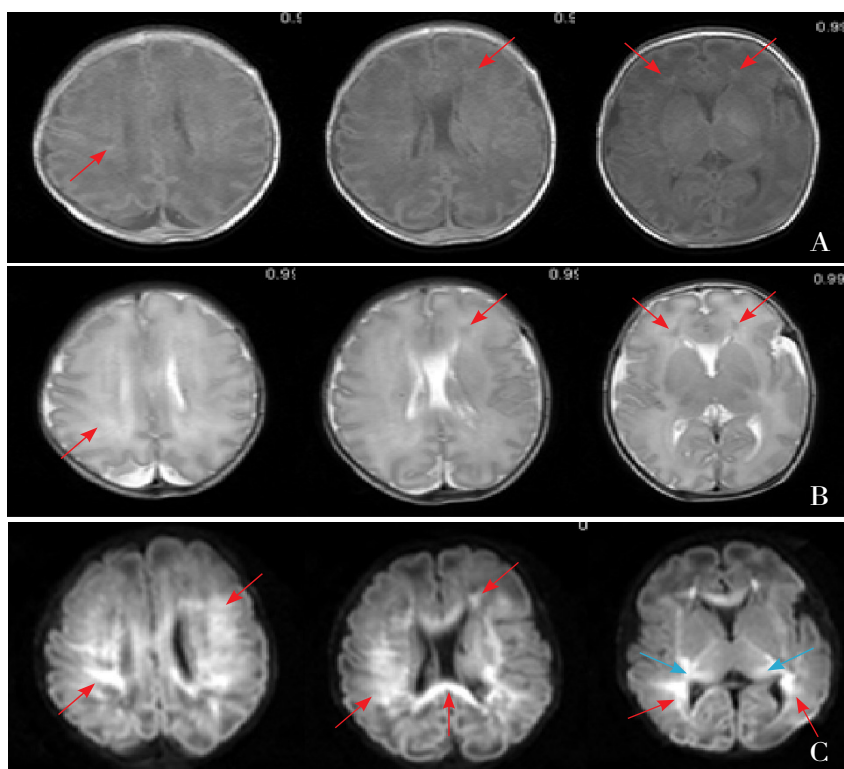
弥漫性脑白质损伤 33⁺3周男孩，胎盘早剥，Apgar评分1 min 2分，5 min 5分，经气管插管复苏（窒息复苏评分2分），损伤后3 d行头颅MRI检查。A, B: 半卵圆中心、侧脑室前角可见异常T1高信号，T2低信号改变。C: MRIDWI序列可见脑室旁深部白质及皮层下白质弥漫性异常高信号（红色箭头所示），丘脑可见局灶性异常高信号（蓝色箭头所示）。
